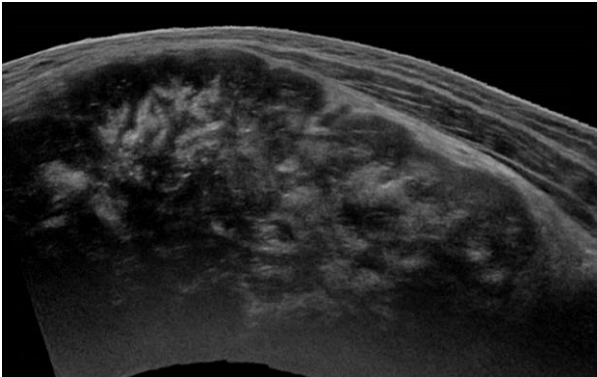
Corte de ecografía donde se identifica lesión heterogénea de bordes mal definidos en la pared abdominal, compatible con sarcoma. Confirmado con biopsia posterior un sarcoma pleomórfico.
